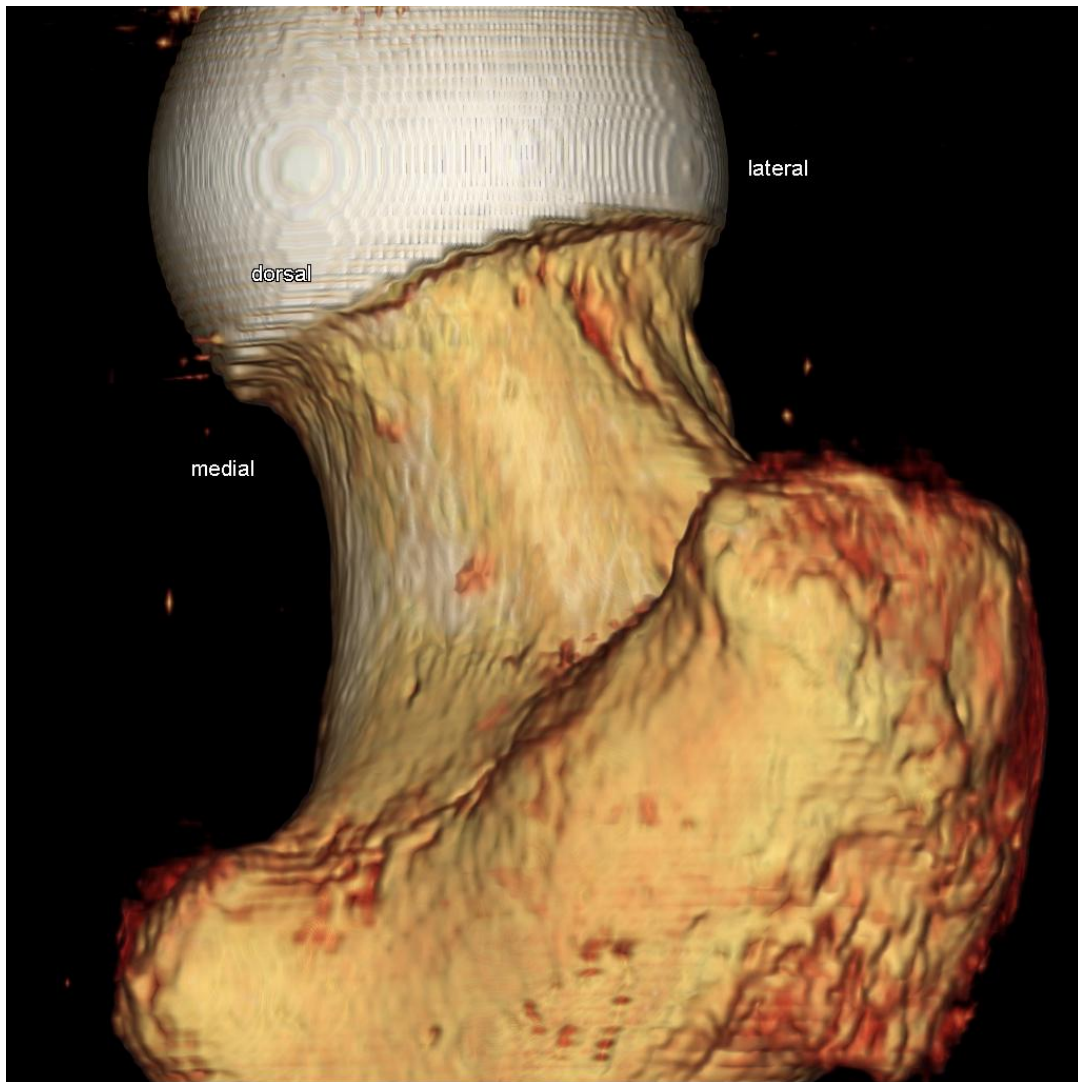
Versuchsnummer: 8; 3D Rekonstruktion der CT Daten; kein Notching
